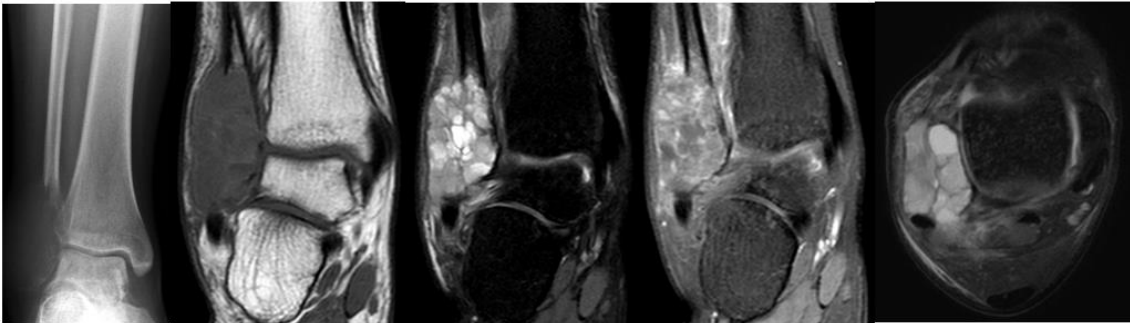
Tumor de células gigantes: masculino, 19 anos, fíbula distal, classificação 1C (radiografia e ressonância, nível líquido >2/3, presença de conteúdo sólido, reação periosteal, sem fratura. Pontuação 4.
